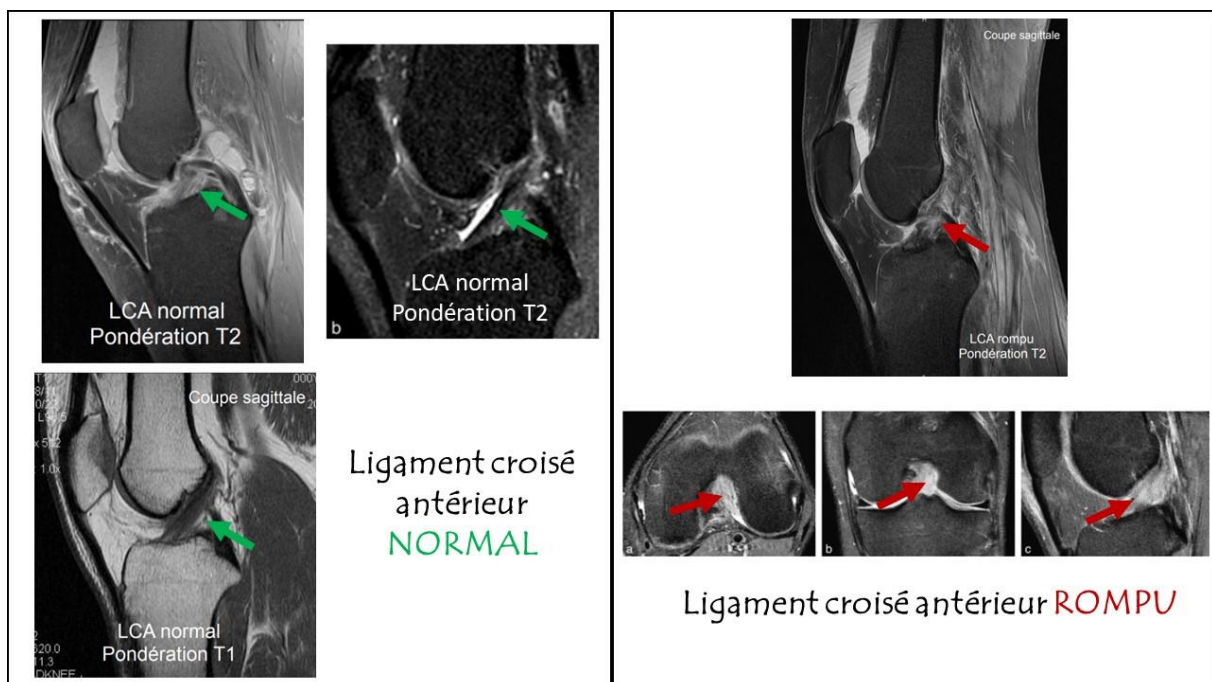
Visualisation du ligament croisé antérieur lors d'une IRM [199][200]
